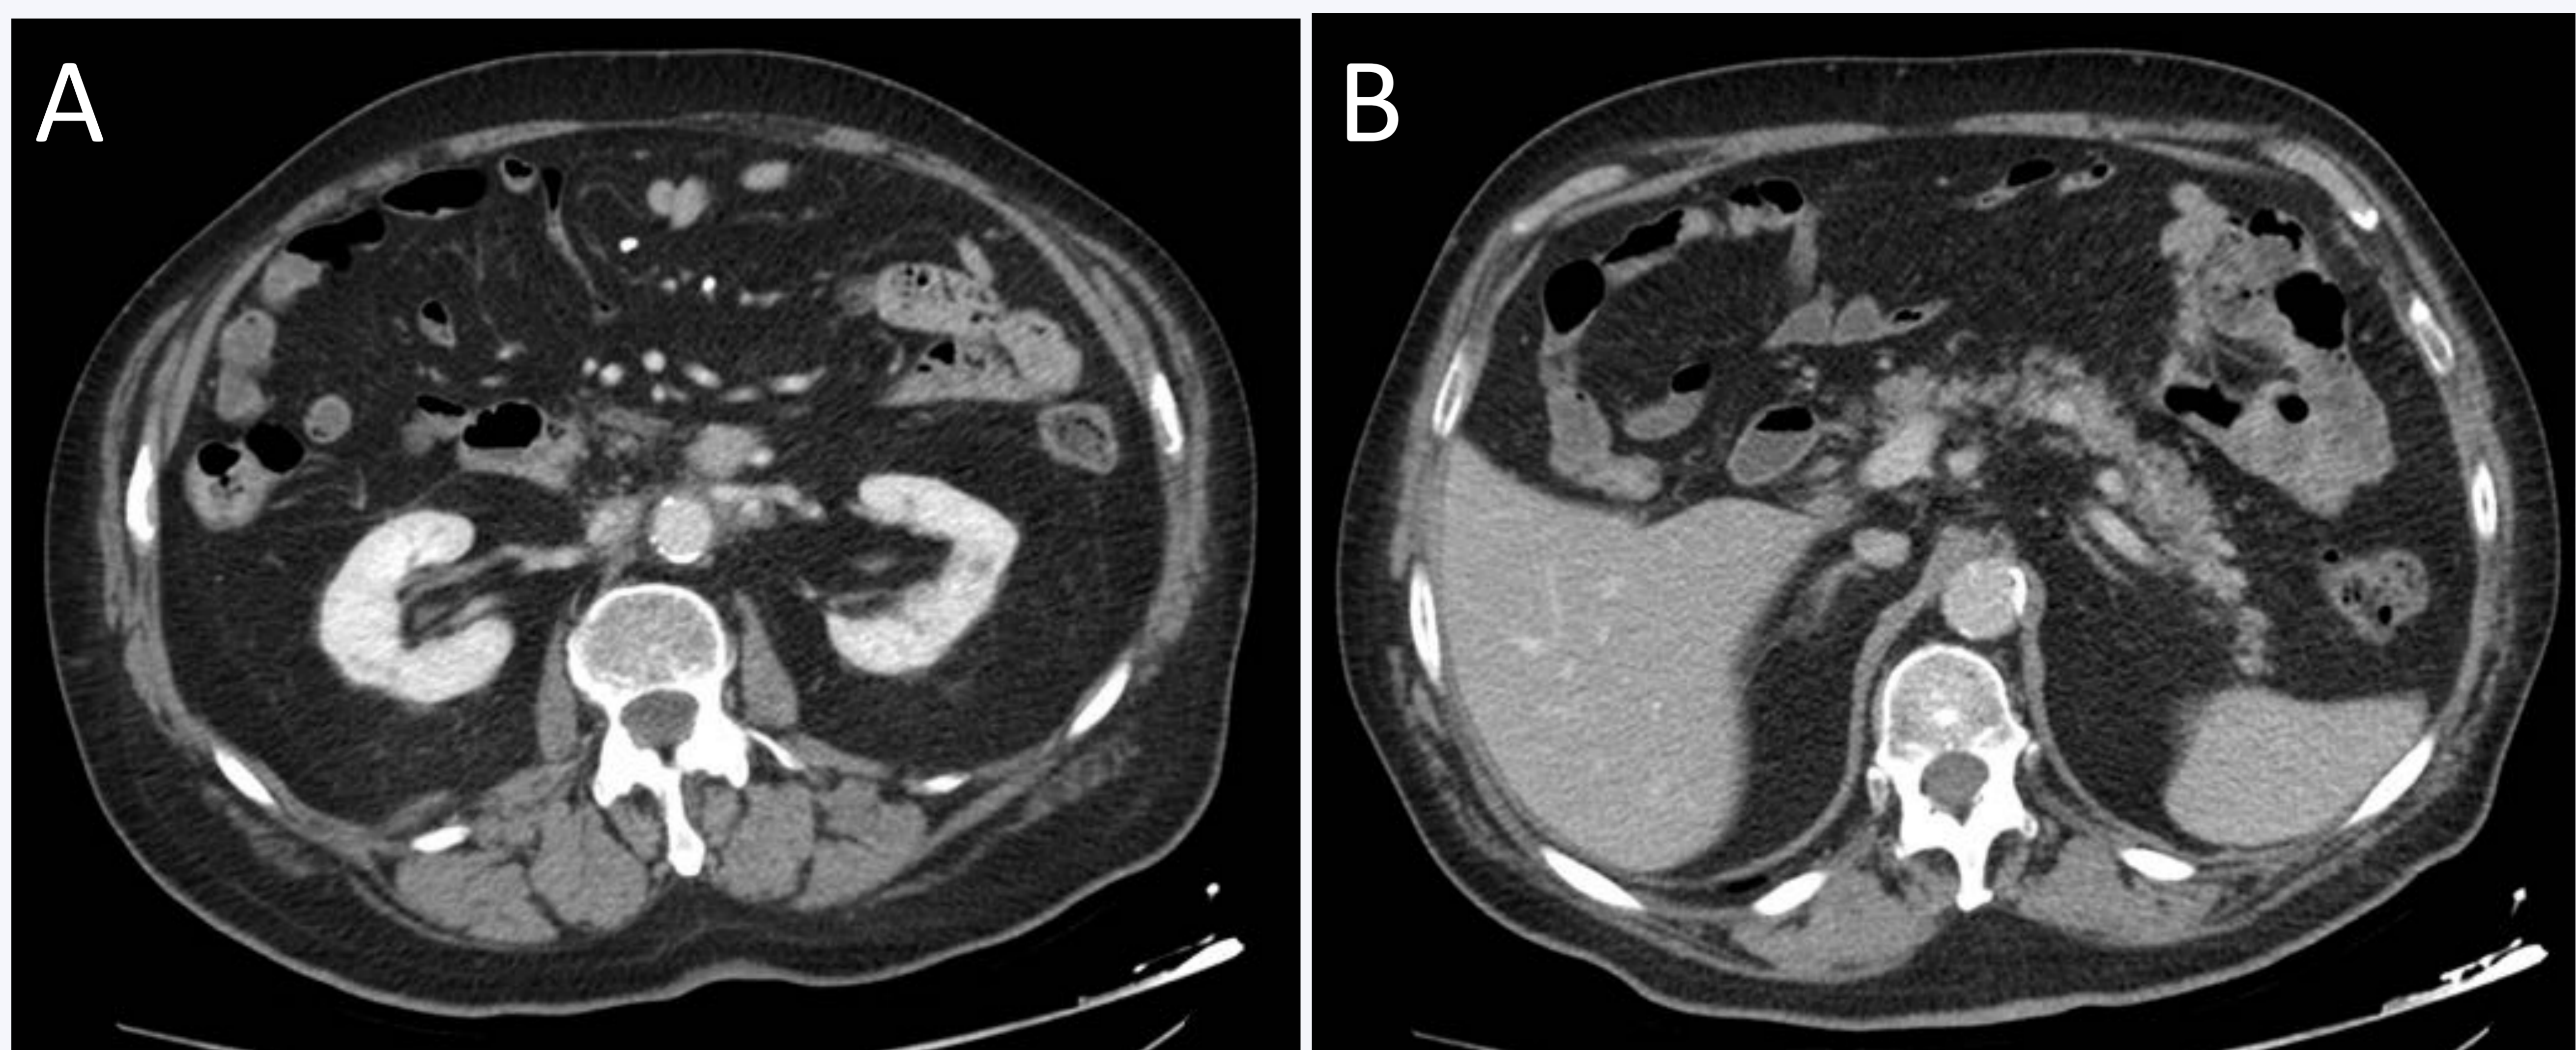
Enfermedad relacionada con IgG4. Cortes axiales de TC con contraste del mismo paciente. Tras recibir tratamiento esteroideo, se evidencia una clara reducción de la afectación pancreática, retroperitoneal y renal.
